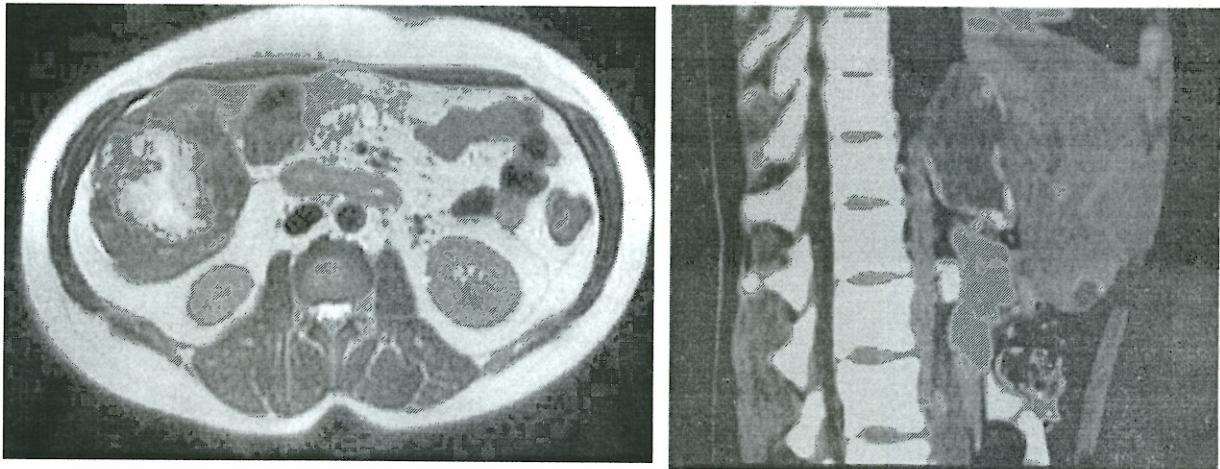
МРТ брюшной полости. Эхинококковая киста печени.
